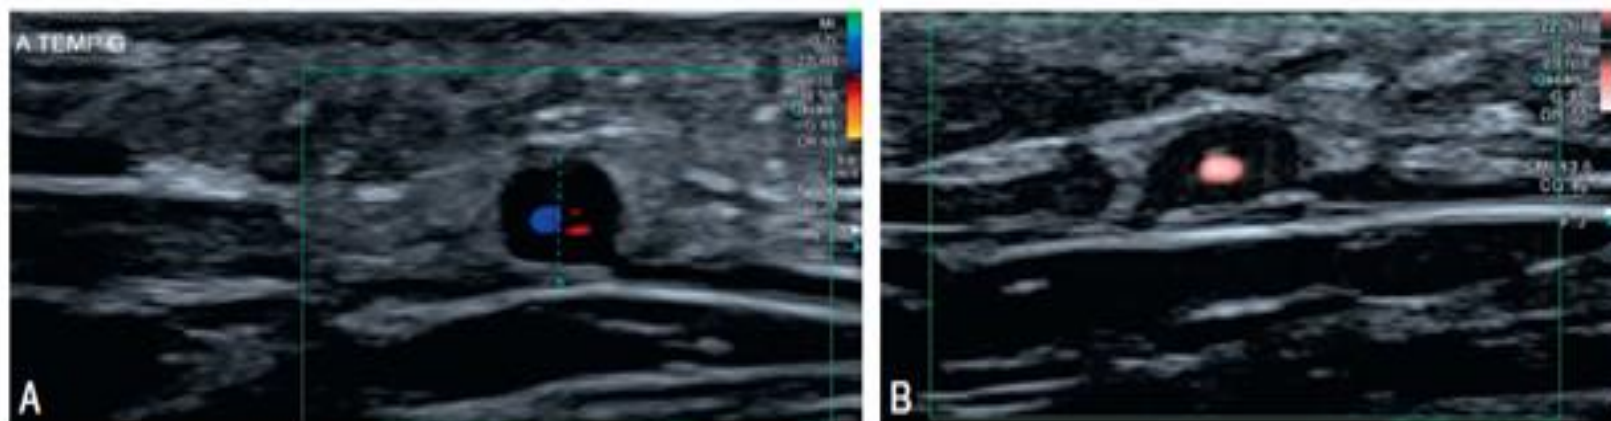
Signe du halo en mode doppler (A) et en mode puissance (B).
